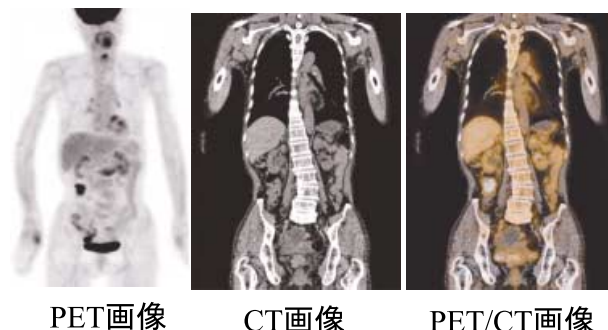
貧血とCEA上昇でPET/CT検査を依頼された患者のPET/CT画像
